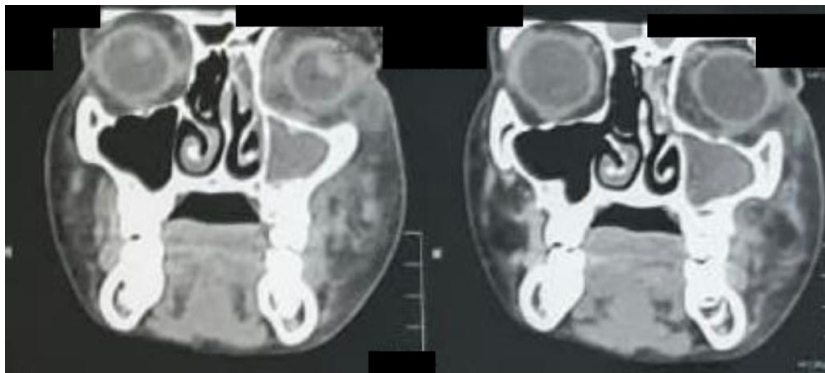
Tomografia computadorizada de crânio revelando velamento de seio maxilar esquerdo.
